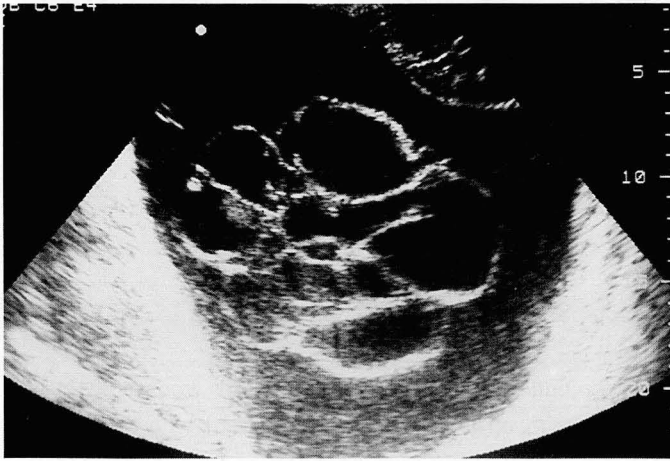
Oblique longitudinal sonogram
